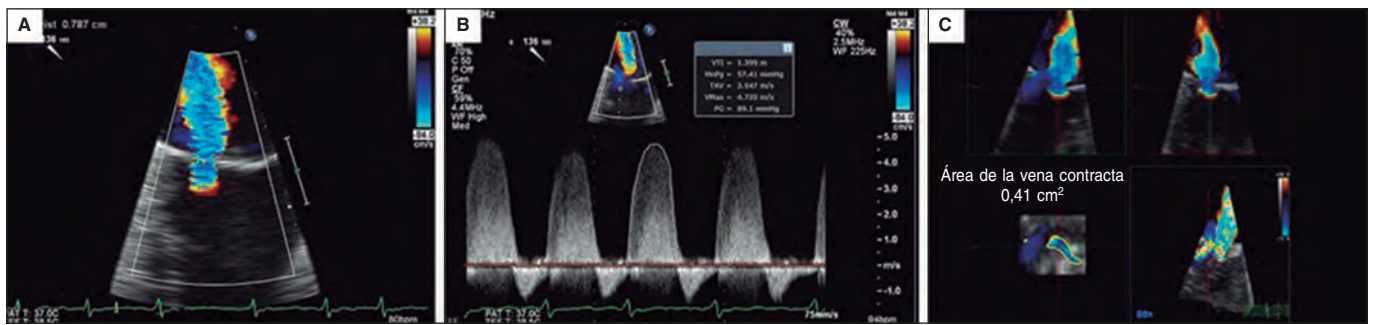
Imagen de ecocardiografía transesofágica bidimensional. En A y B se calcula el área efectiva del orificio regurgitante según el área de isovelocidad proximal, con un resultado de 0,32 cm². Cálculo del área de isovelocidad proximal 2D: área efectiva del orificio regurgitante = $2\pi \times r^2 \times \text{velocidad de aliasing} / \text{velocidad máxima de la insuficiencia mitral} = [6,28 \times (0,79)^2 \times 38,2] / 472 = 150 / 472 = 0,32 \text{ cm}^2$. C: cuando se realiza la medida por planimetría directa 3D, el resultado es de 0,41 cm². La determinación directa por planimetría 3D permite una medida más fiable del orificio al eliminar los artefactos derivados de la medida indirecta. Reproducida con permiso de Katz et al.²⁴.
